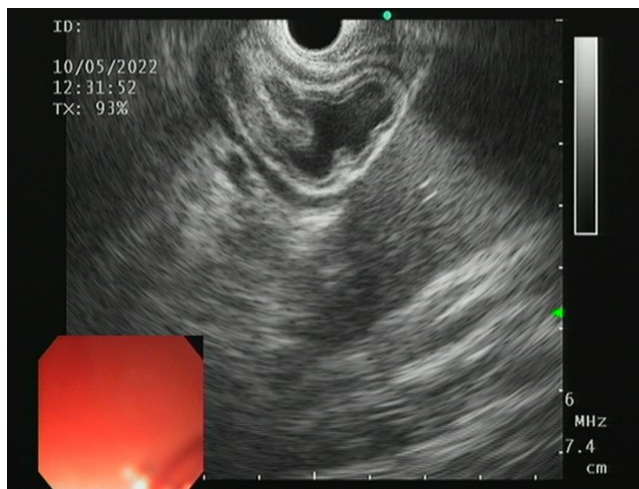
Visualización de los pliegues gástricos en la endosonografía. Fuente: expediente médico del paciente.
